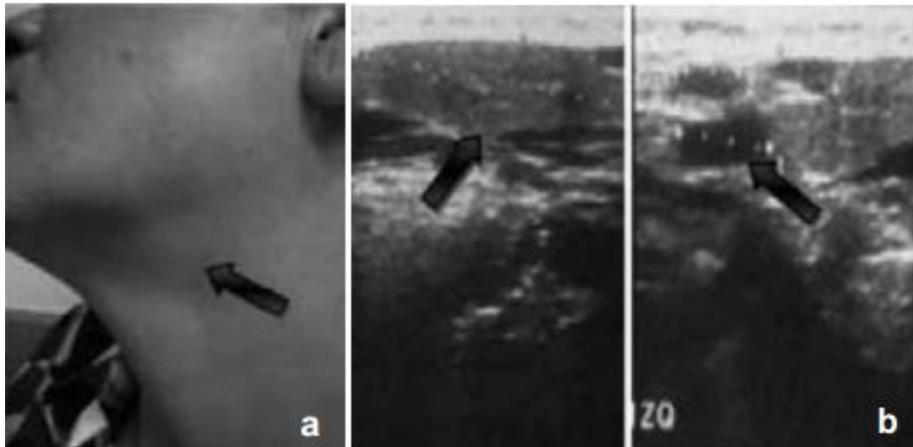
a) Femenino de 45 con aumento de volumen en región submandibular izquierda, b) Ultrasonido de glándula submandibular: se observa área hipodensa de forma regular y bordes definidos, así como múltiples zonas hipodensas de forma ovalada y bordes regulares; el resultado fue adenopatías ganglionares.
